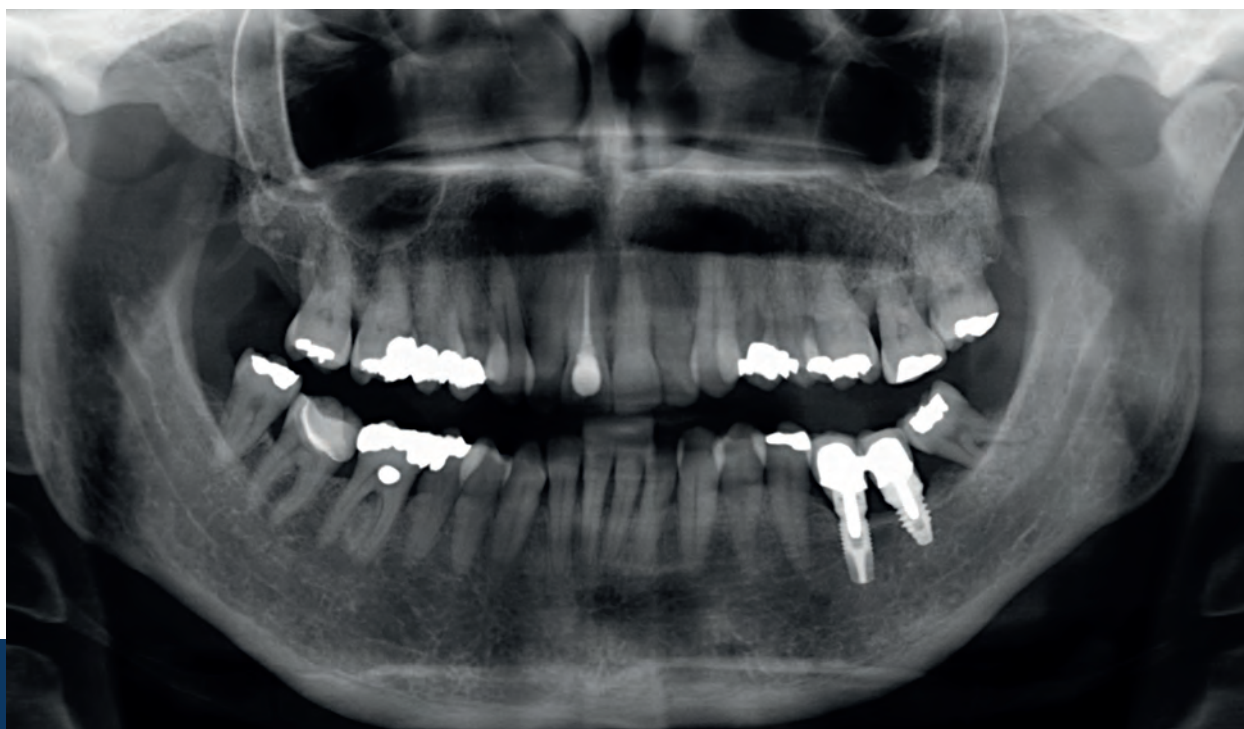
Radiografía panorámica a los tres años de seguimiento.
